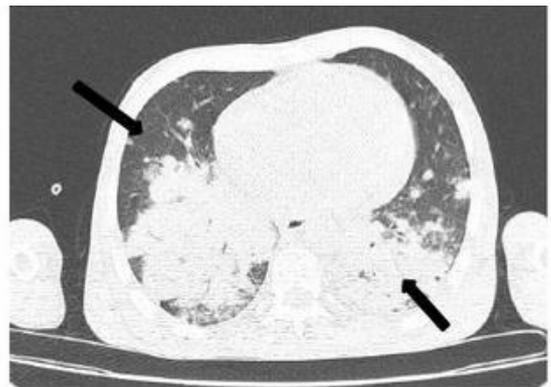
TAC del Tórax, cortes axiales, en ventana pulmonar, las setas demuestran las áreas de consolidación
